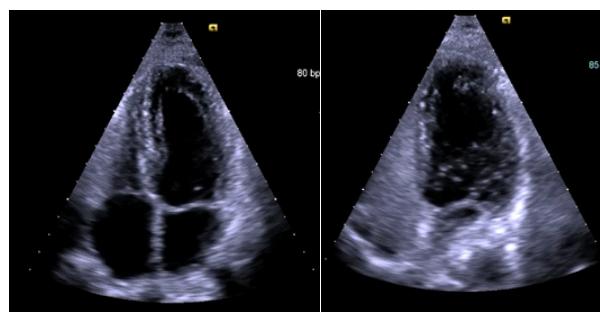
Transthoracic echo with bubble test. Left side: Before microbubble injection, the left ventricle shows empty of bubble, and the right side: during the immediate release of Valsalva maneuver demonstrated micro bubbles enter the Left ventricle. This patient was diagnosed as PFO as a cause of his ischemic stroke.
